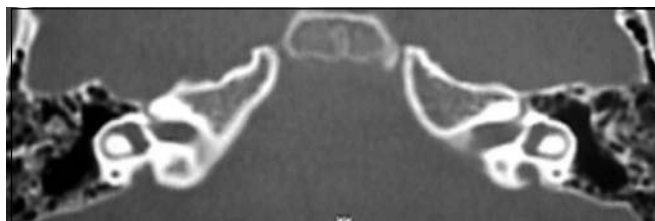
TC demonstrando aquedutos vestibulares alargados bilateralmente.
